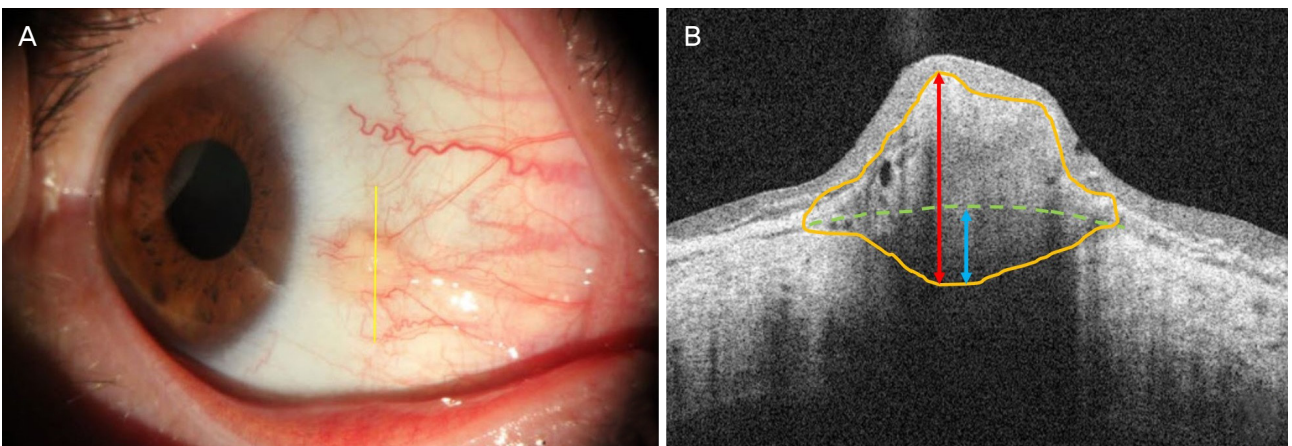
Anterior segment photography and optical coherence tomography of pinguecula with scleral invasion. Anterior segment photograph shows vascularization and elevation of pinguecula (A). Anterior segment optical coherence tomography shows thick (double head red arrow) conjunctival stroma and scleral invasion (double head blue arrow) with large dimension (close yellow line) (B). Scleral invasion refers the distance between normal scleral line (green dotted line) and scleral involvement (double head blue arrow).
